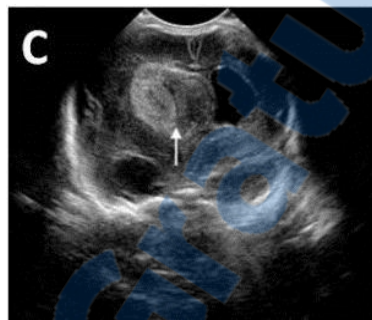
HIV stade 4 échographique coupe coronale (Shooman *et al. Cerebrospinal Fluid Research* 2009)
